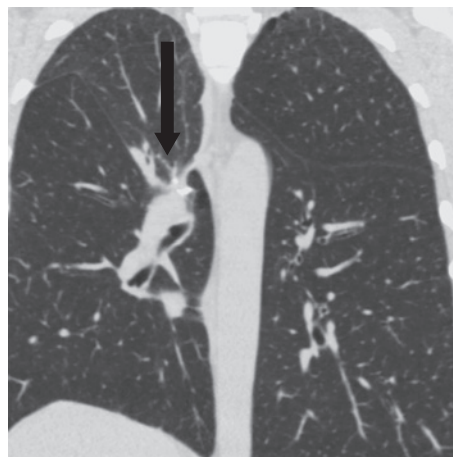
Компьютерная томограмма от февраля 2018 г., легочное окно, корональная реконструкция. Состояние после верхнедолевой лобэктомии. Парамедиастинально определяется цепочка металлических скрепок, уплотнение легочной ткани с видимыми просветами бронхов в S4. Междолевая плевра вогнута в апикальную сторону. Пневматизация легочной ткани неравномерная
